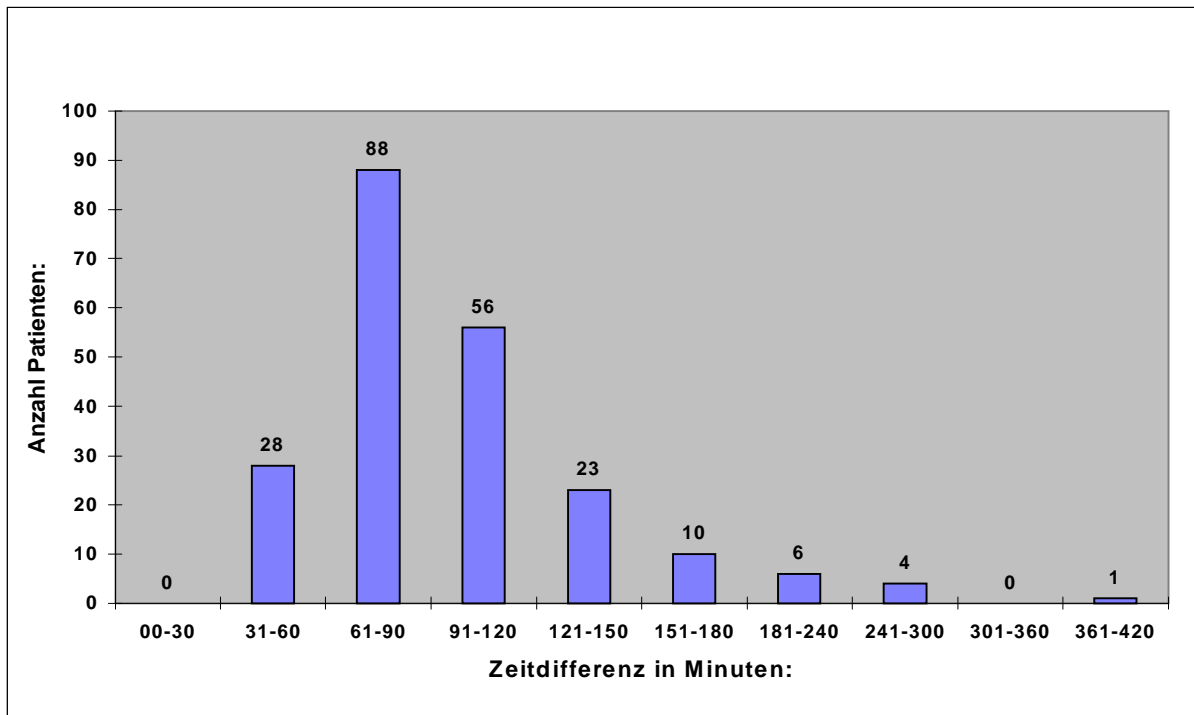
Zeitdifferenz zwischen der Ankunft des Notarztes an der Unfallstelle und dem Beginn der Röntgendiagnostik in der Klinik (Anzahl Patienten = 216)
